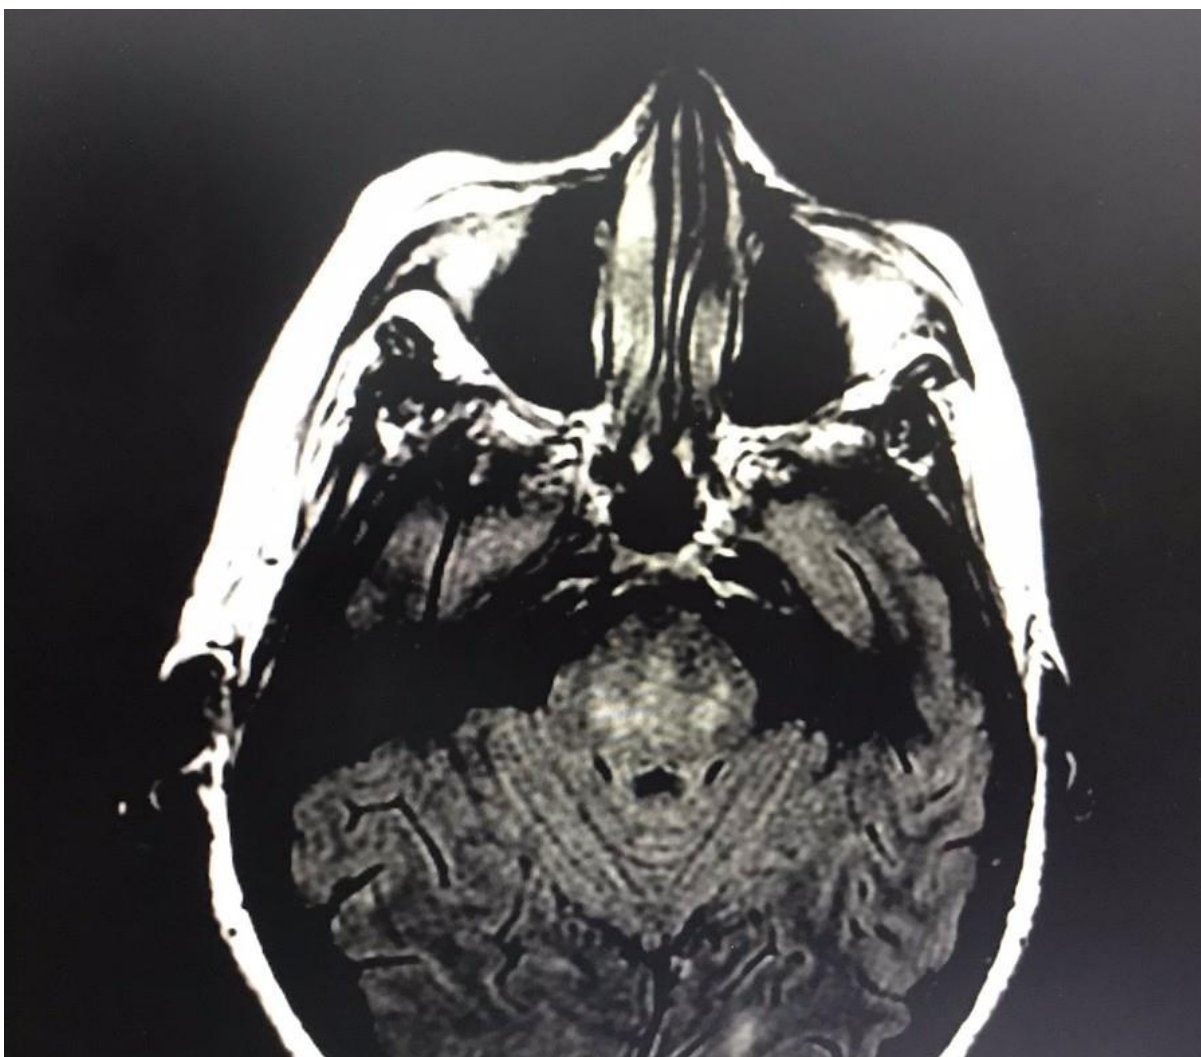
Ressonância magnética com contraste do crânio, na sequência FLAIR, com sinal do tridente.
